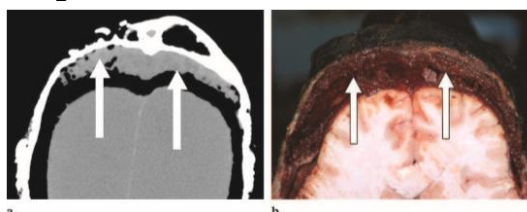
(A) La TC muestra una masa epidural de atenuación de los tejidos blandos (flechas). (B) La fotografía de autopsia revela masas sanguíneas coaguladas (flechas) en el espacio epidural, un hallazgo poco importante pero común en cadáveres quemados⁸.
